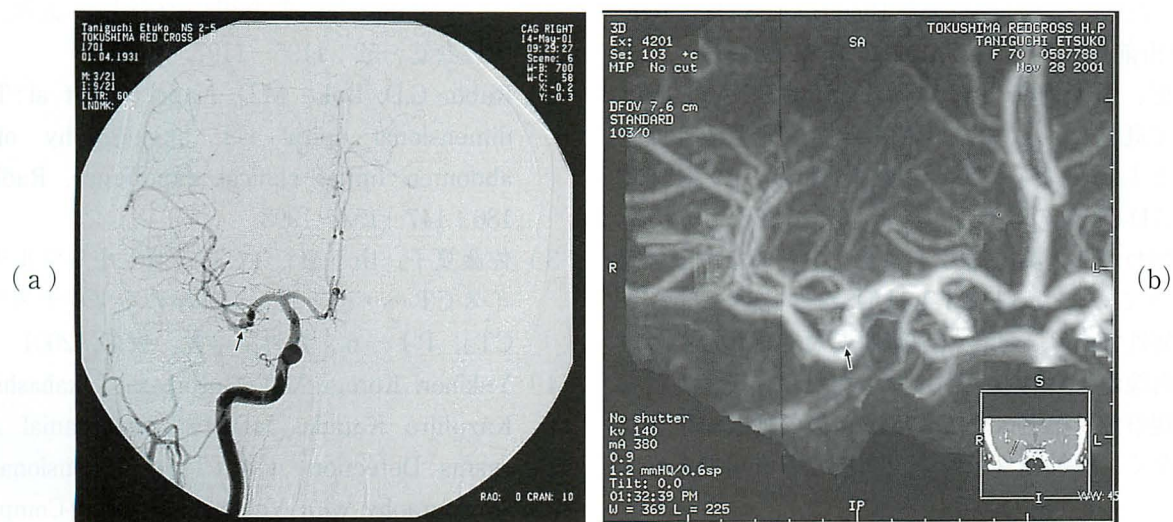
Aneurysm of middle cerebral artery is suspected on DSA image(a), 3 D-CTA confirm the aneurysm(b)
